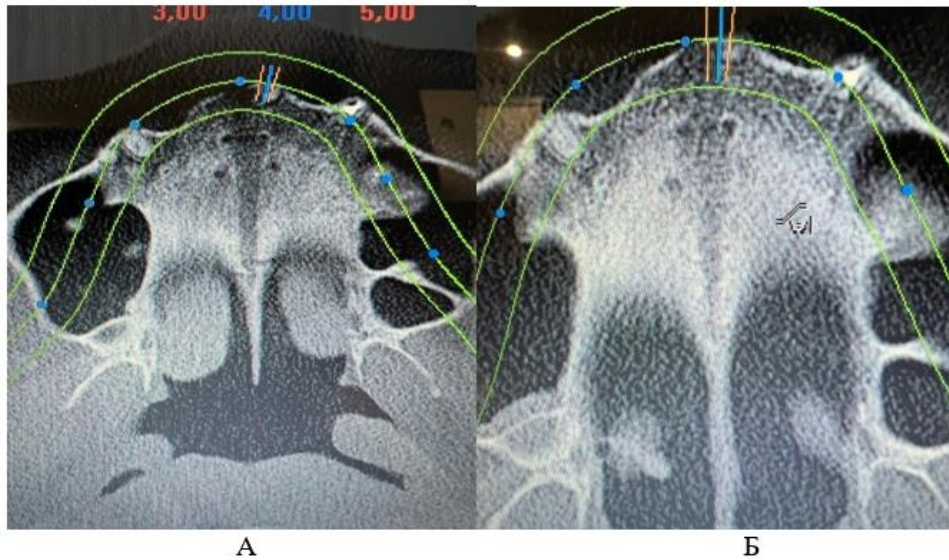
КТ результати через 2 тижні від встановлення апарата (А) та через 4 місяці (Б)
